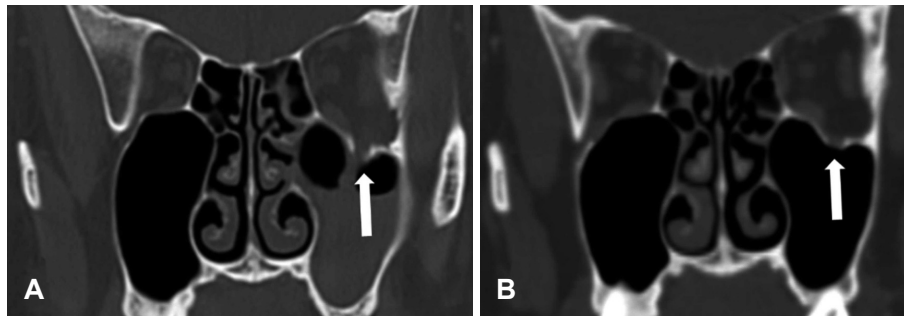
Preoperative CT scan shows a fracture of the orbital floor with soft tissue herniated into the maxillary sinus (white arrow)(A). CT at postoperative 5 years shows the well reconstructed orbital floor (white arrow)(B).
